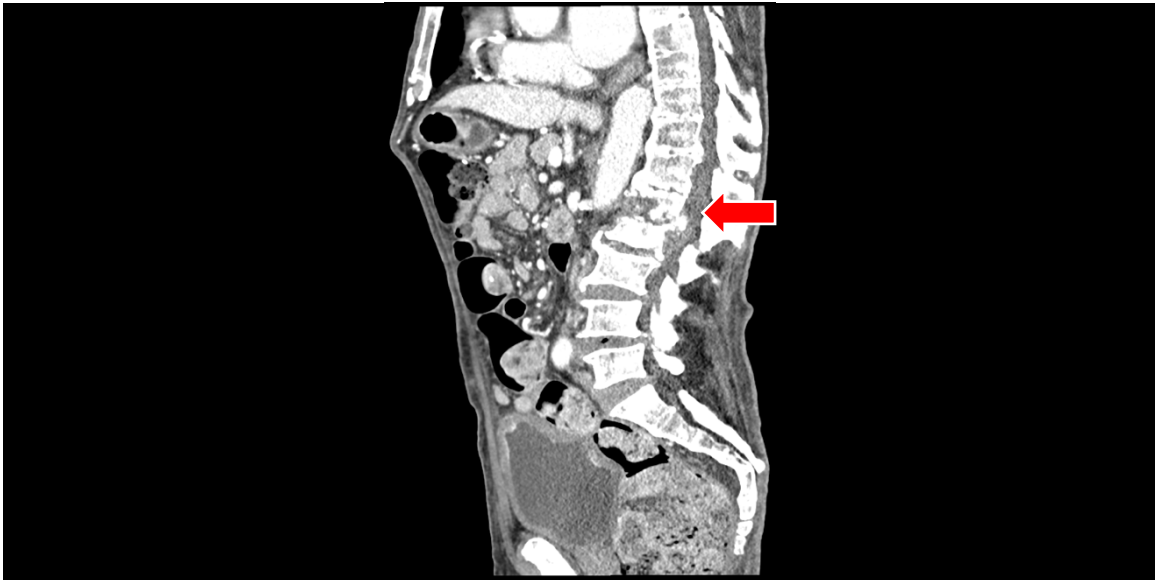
Tomografia computadorizada urológica, realizada em contexto de vigilância de carcinoma vesical (01/2022); “Imagem de irregularidade do contorno do disco intervertebral L1-L2 com espessamento dos tecidos adjacentes e focos de calcificação. Extensos sinais degenerativos a nível do esqueleto focado.
